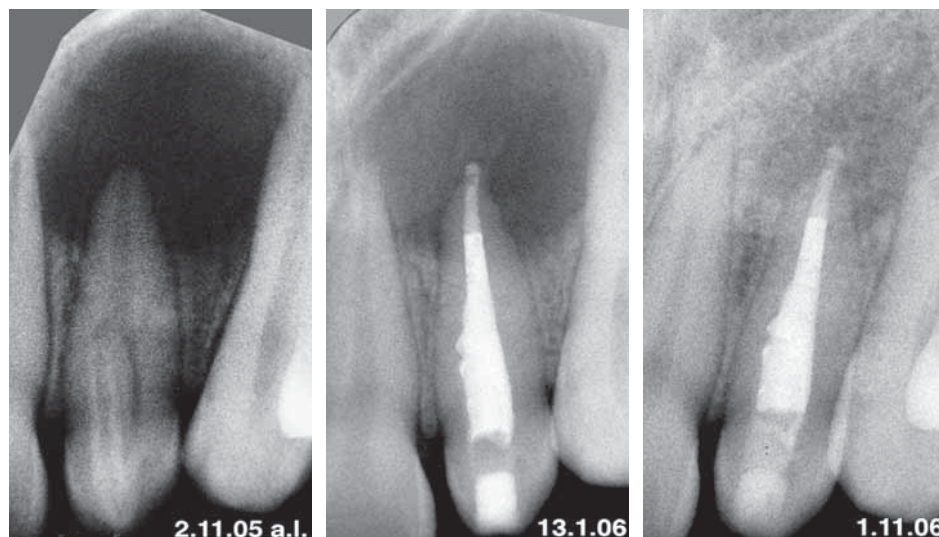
Exemple de traitement d'une invagination et du canal radriculaire: dent 22 avec invagination de type II selon OEHLERS, accompagnée d'un halo apical clair. Après excavation de l'invagination et traitement de racine (obturation apicale par MTA), la dent est asymptomatique. Dix mois après l'occlusion radriculaire, la réossification complète de cette grande lacune est visible sur l'image radiographique.
